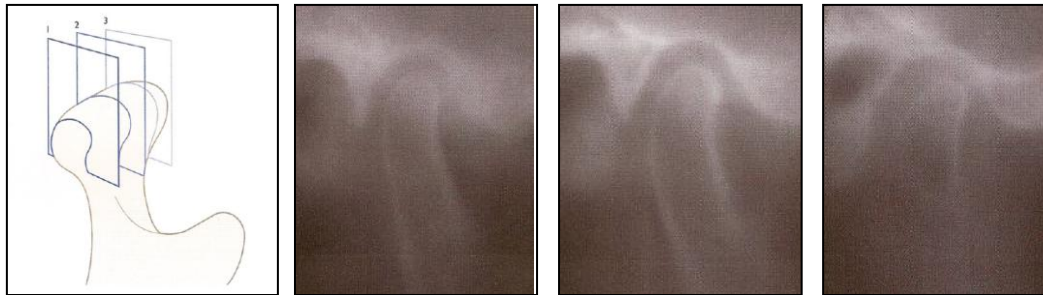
Tomografía de la ATM. Se expone una serie de imágenes representando la articulación a diferentes profundidades. Las capas de tejido representadas están separadas por 4 mm.
